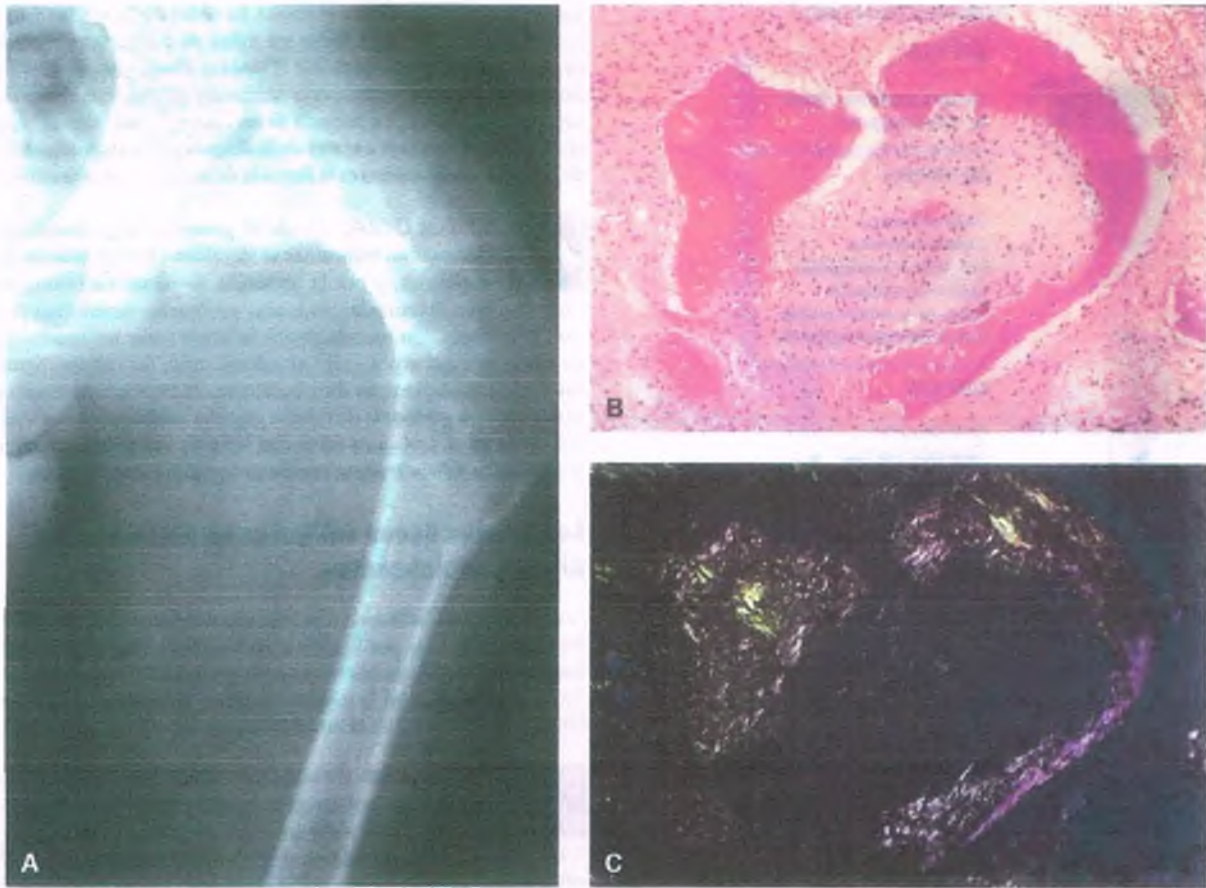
Displasia fibrosa. A. Radiografía de la porción proximal del fémur en la que se observa la deformidad “en bastón de pastor” causada por fracturas múltiples durante varios años. Se observan zonas radiotransparentes en vidrio despulido, irregulares, bien delimitadas, rodeadas por hueso reactivo. El tallo tiene un aspecto que se ha comparado con una burbuja de jabón. B. Desde el punto de vista histológico, la displasia fibrosa consiste en tejido fibroso moderadamente celular en el que se desarrollan espículas curvas de hueso esponjoso y una forma irregular sin actividad osteoblástica aposicional identificable. C. El mismo corte con luz polarizada confirma que las espículas son trabeculares y que su respectivo patrón fibroso se extiende de forma imperceptible dentro del patrón fibroso del estroma circundante.
